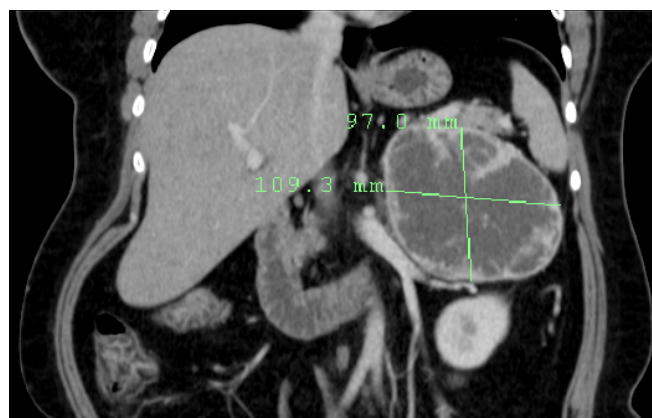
Dimensões do tumor visto em corte coronal na tomografia computadorizada com contraste.
